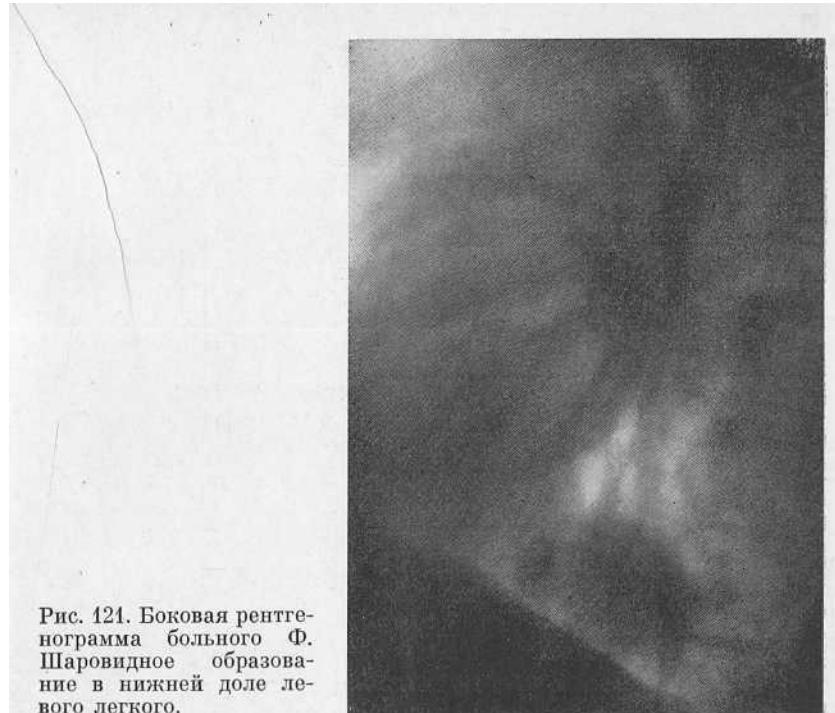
Боковая рентгенограмма больного Ф. Шаровидное образование в нижней доле левого легкого.
